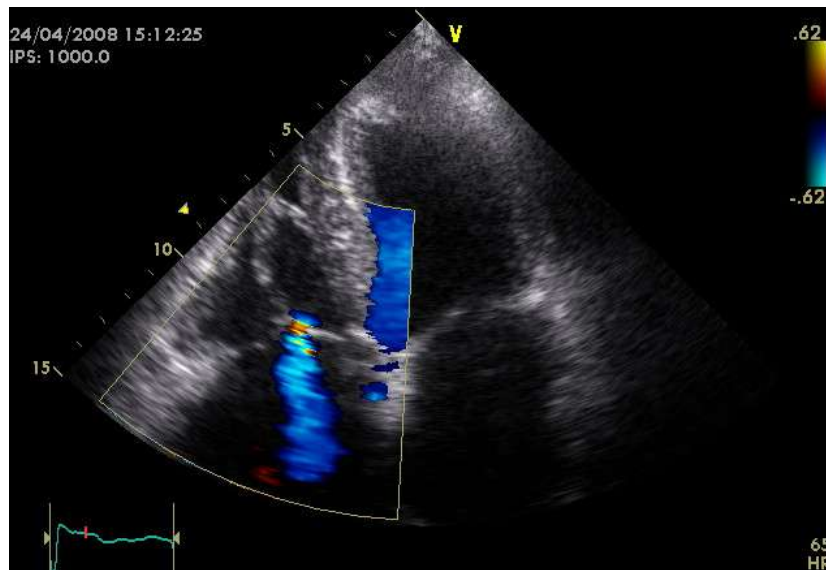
IT de grade I, en échographie cardiaque transthoracique, (Doppler couleur, coupe apicale 4 cavités).
